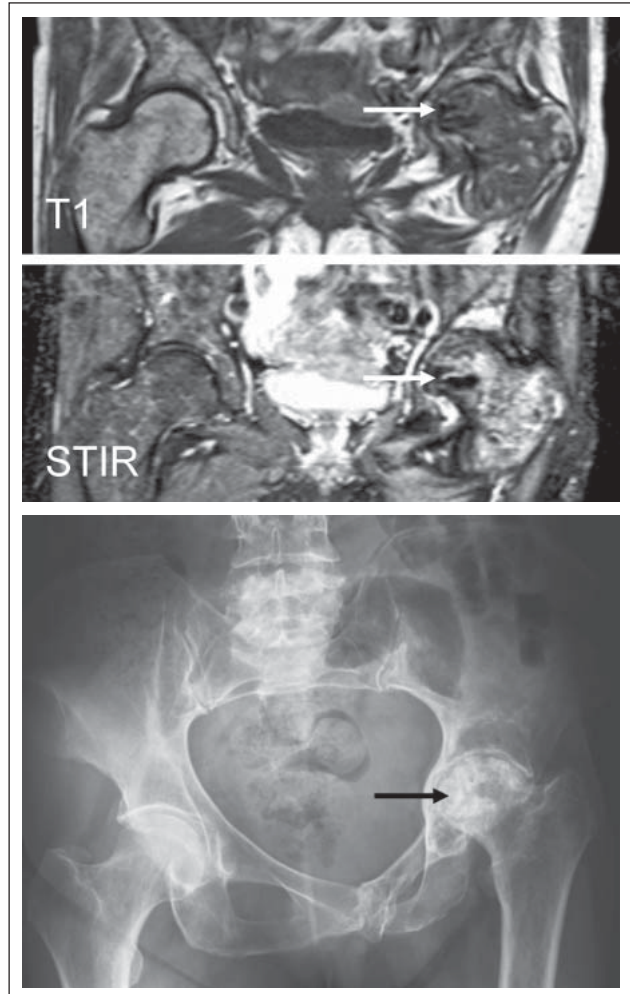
MRI T1, STIR und Röntgenübersicht Beckenregion: Avaskuläre Hüftkopfnekrose links mit sekundärer Deformierung und sklerotisch, degenerativen Veränderungen des Hüftgelenkskopfes (Pfeil).
